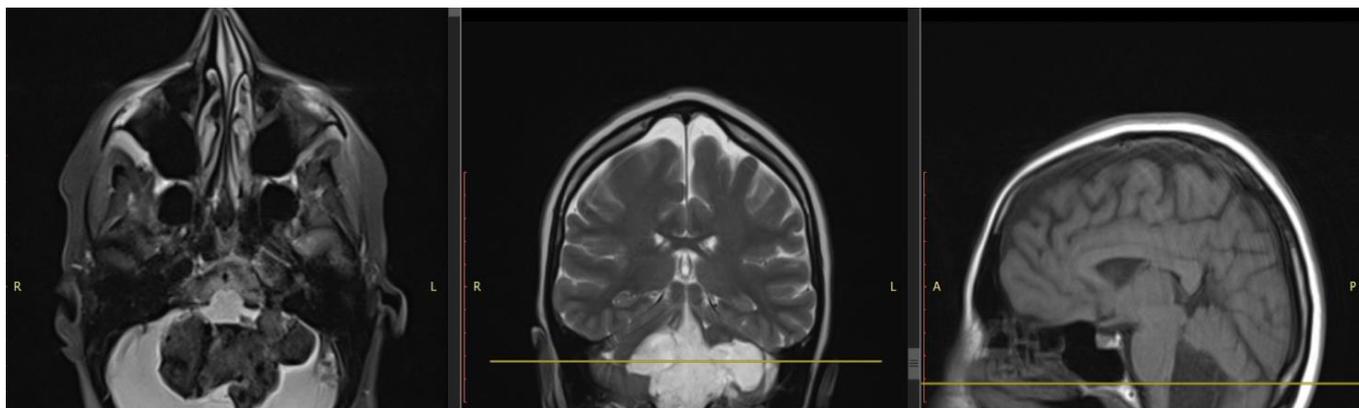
МРТ головного мозга пациентки Х. 38 лет с гигантской эпидермоидной кистой IV желудочка
